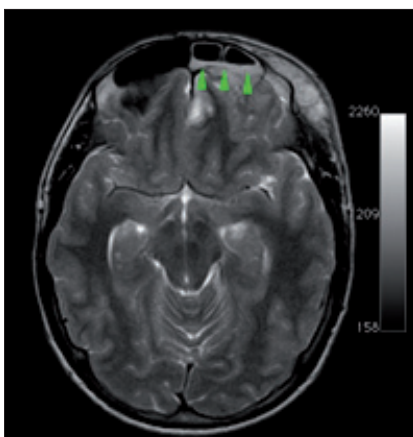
Resonancia magnética. Fase T2. Sinusitis de seno frontal izquierdo, niveles líquidos (flechas).
